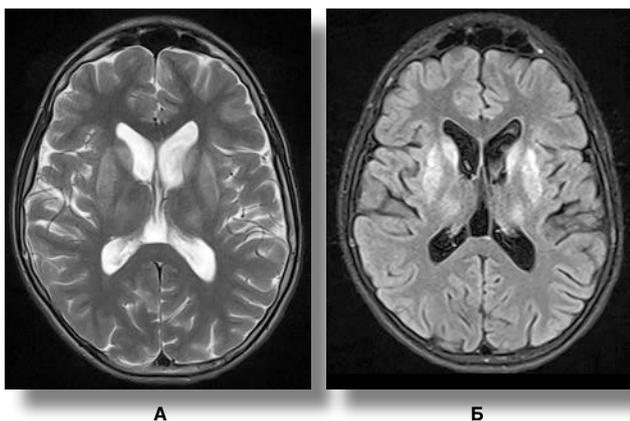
Типові ознаки гепатоцеребральної дегенерації на МР-томограмах головного мозку в режимах T2 (А) і T2/Flair (Б)
